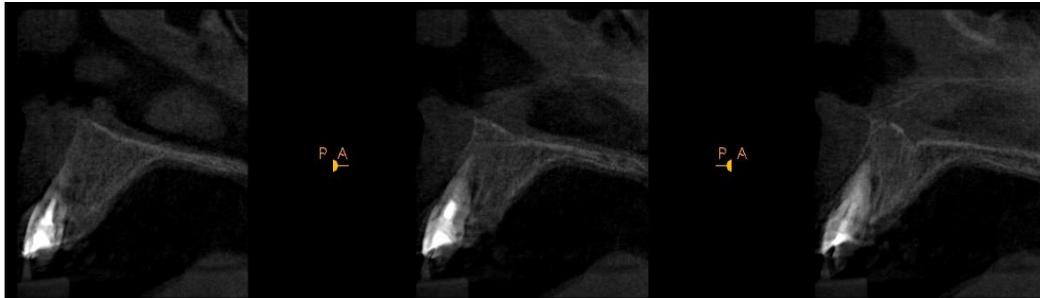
Representación 3D tomografía y tomografía corte sagital ²⁰
